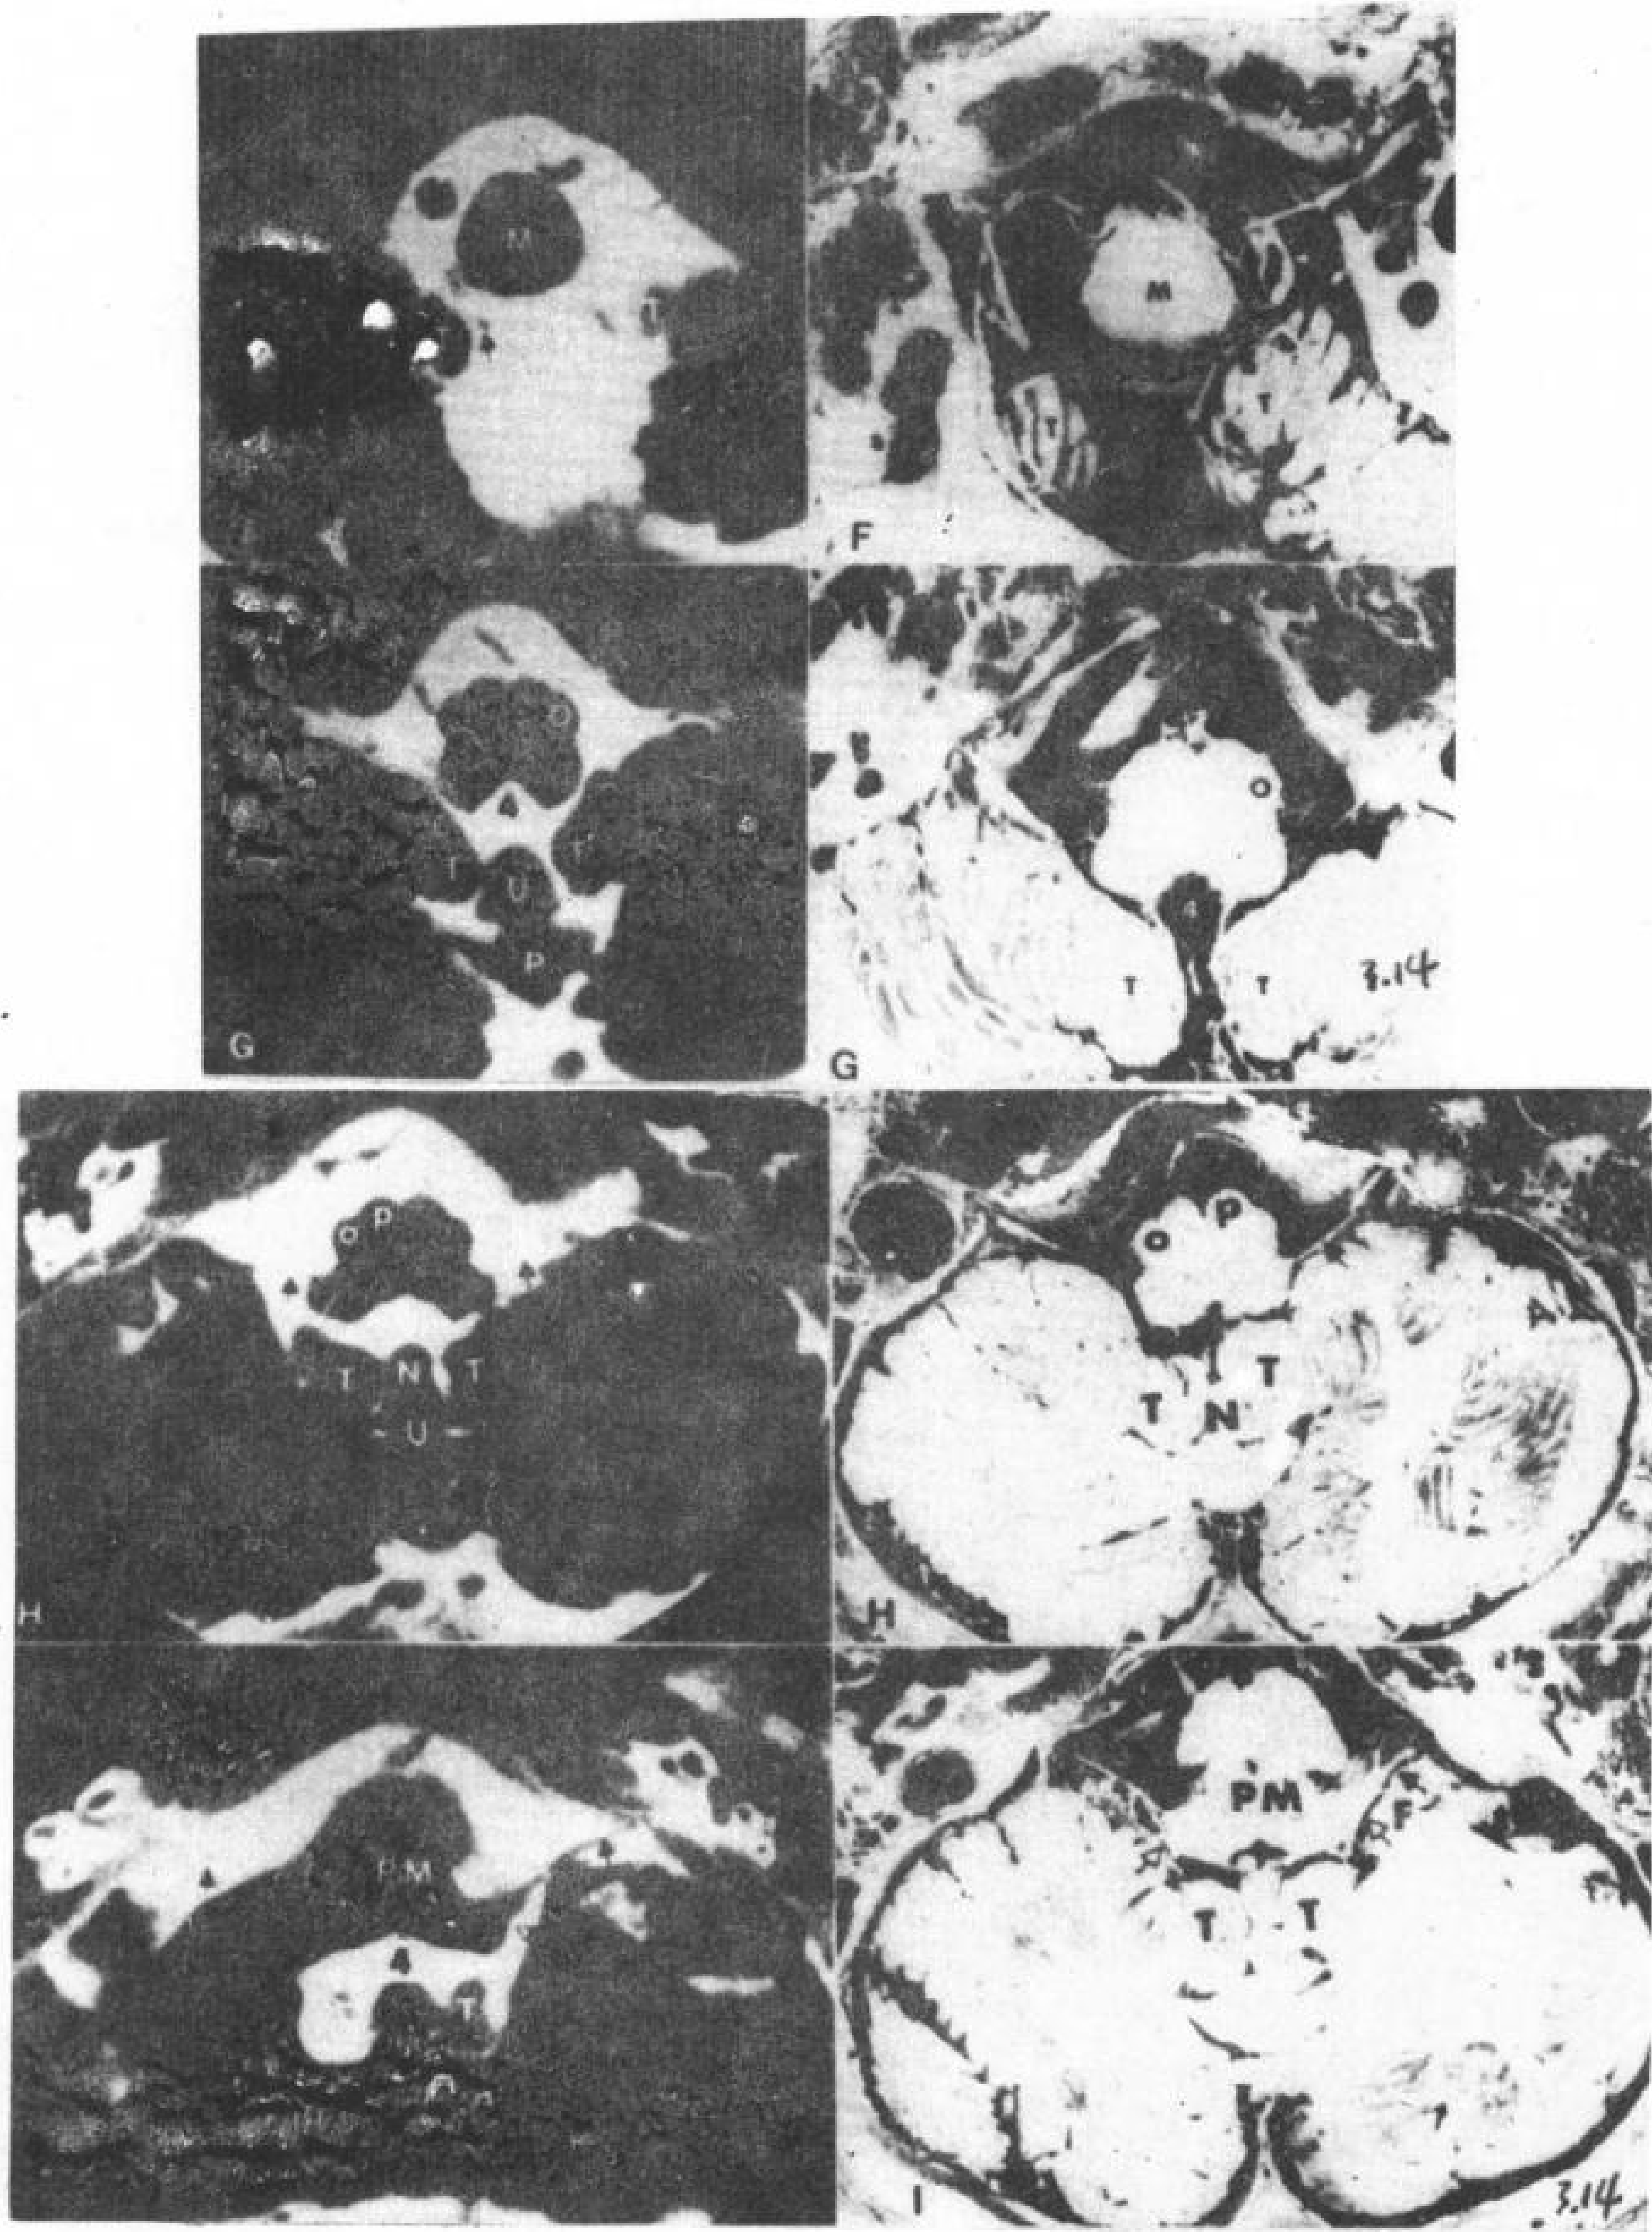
颅颈连接解剖。同一序号的二个图，左为CT图，右为同平面的尸标本图（尸图）。
